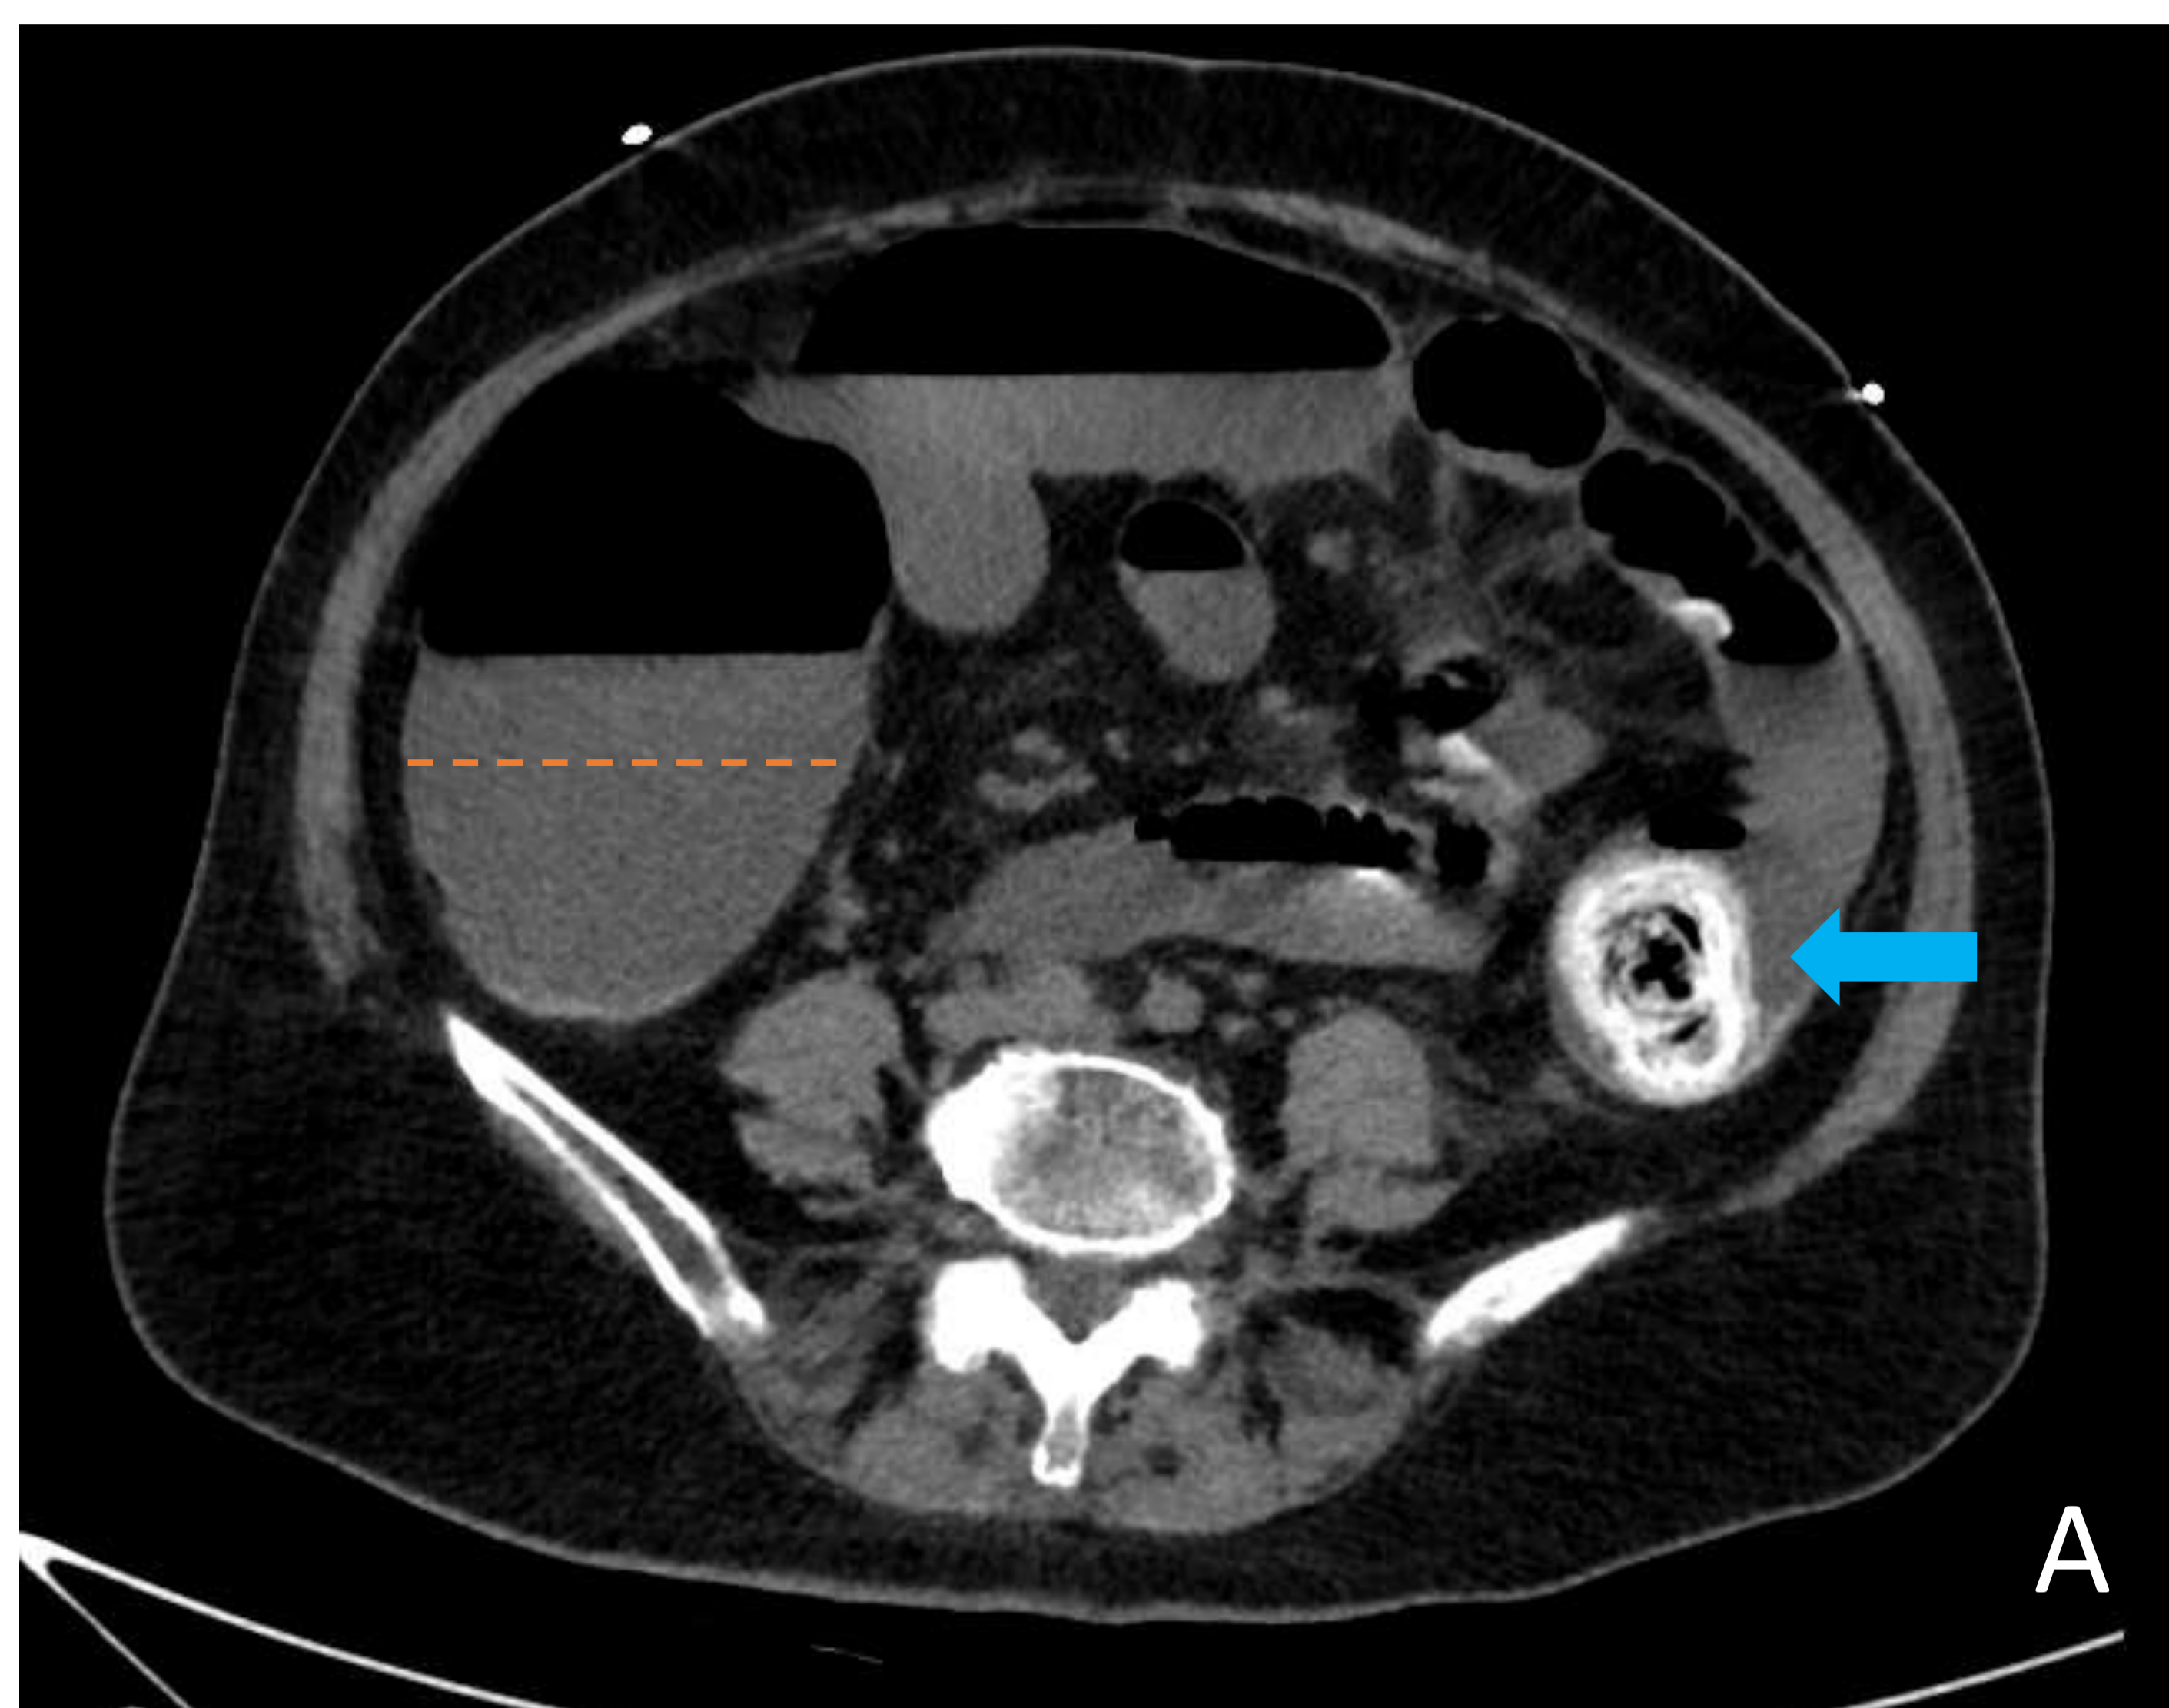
TC abdominopélvica sin contraste.
